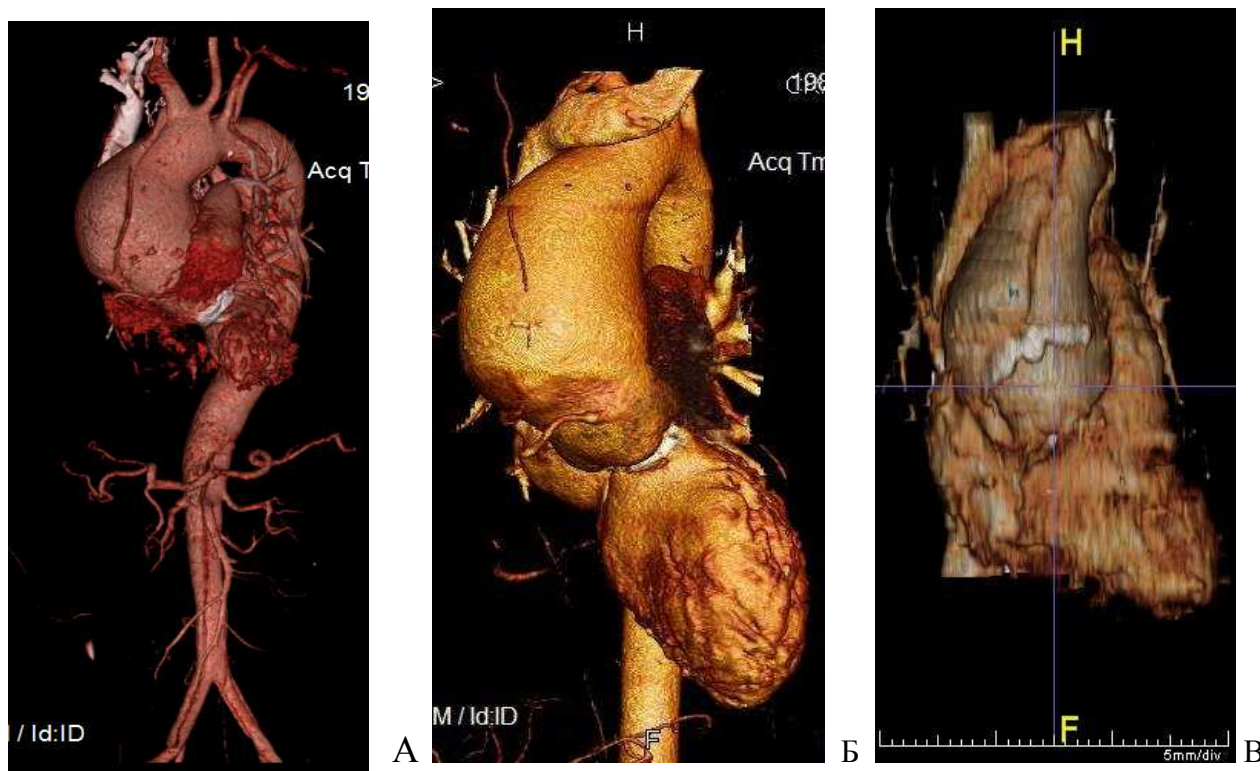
МСКТ-ангиография аорты с внутривенным контрастированием и 3D-реконструкцией у больных после хирургической коррекции ДАК в отдаленные сроки
